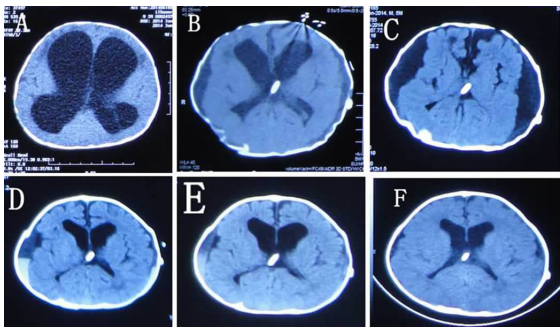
婴儿脑积水分流后继发硬膜下积液头部 CT 影像
